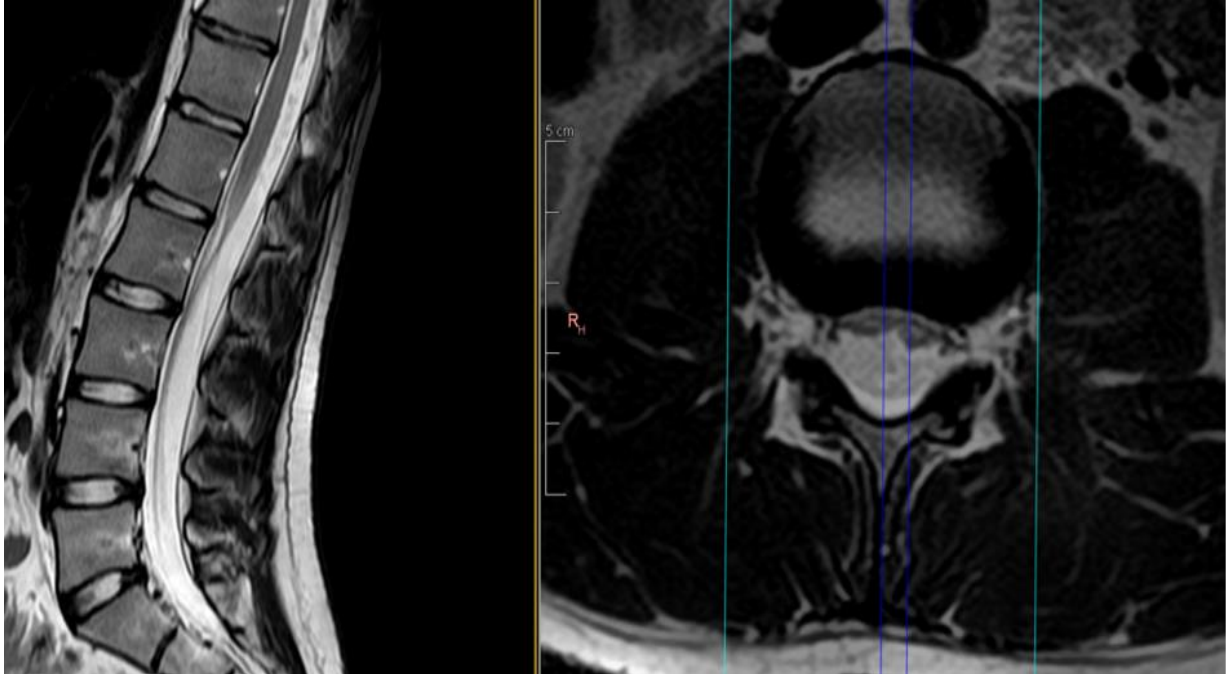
МРТ поперекового відділу хребта (Dr. Gilete, Neurosurgery & Spine Surgery, Barcelona, Spain)
